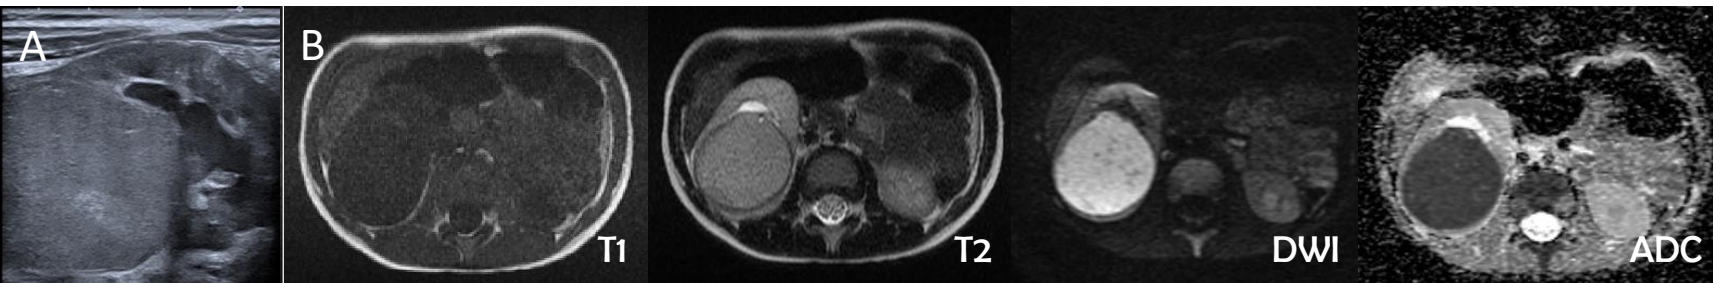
Nefroblastoma derecho de pequeño tamaño. Es homogéneo y ecogénico en ecografía (*8A*), y en RMN (*8B*) es hipointenso en T1, hiperintenso en T2 y con restricción a la difusión
